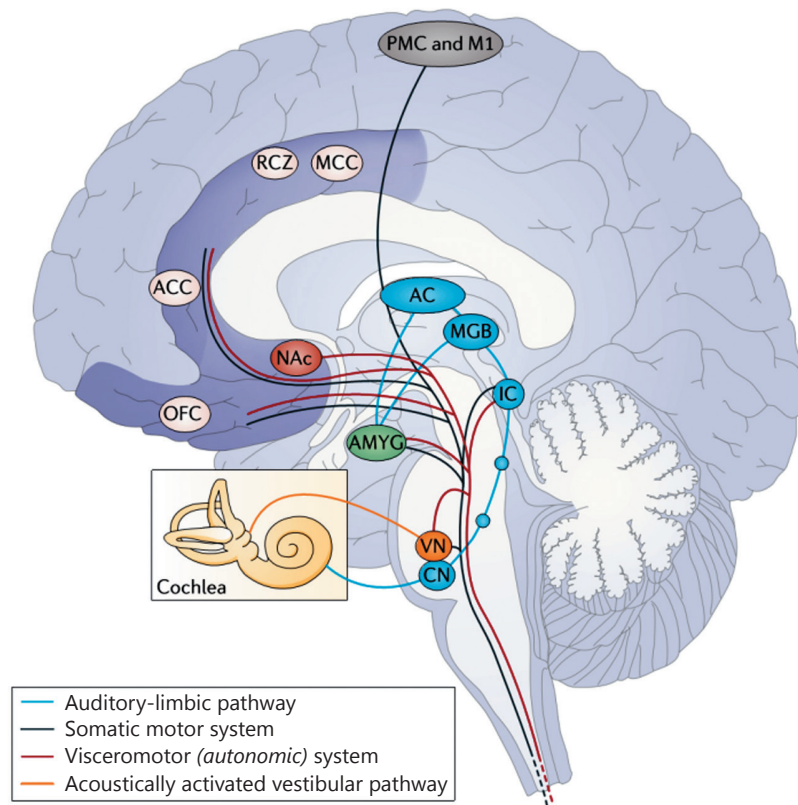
Ймовірні шляхи впливу музичної стимуляції на рухову і вегетативну систему за S. Koelsch (2014). Умовні позначення: AC — auditory cortex; ACC — anterior cingulate cortex; AMYG — amygdala; CN — cochlear nuclei; IC — inferior colliculus; M1 — primary motor cortex; MCC — middle cingulate cortex; MGB — medial geniculate body; NAc — nucleus accumbens; OFC — orbitofrontal cortex; PMC — premotor cortex; RCZ — rostral cingulate zone; VN — vestibular nuclei
